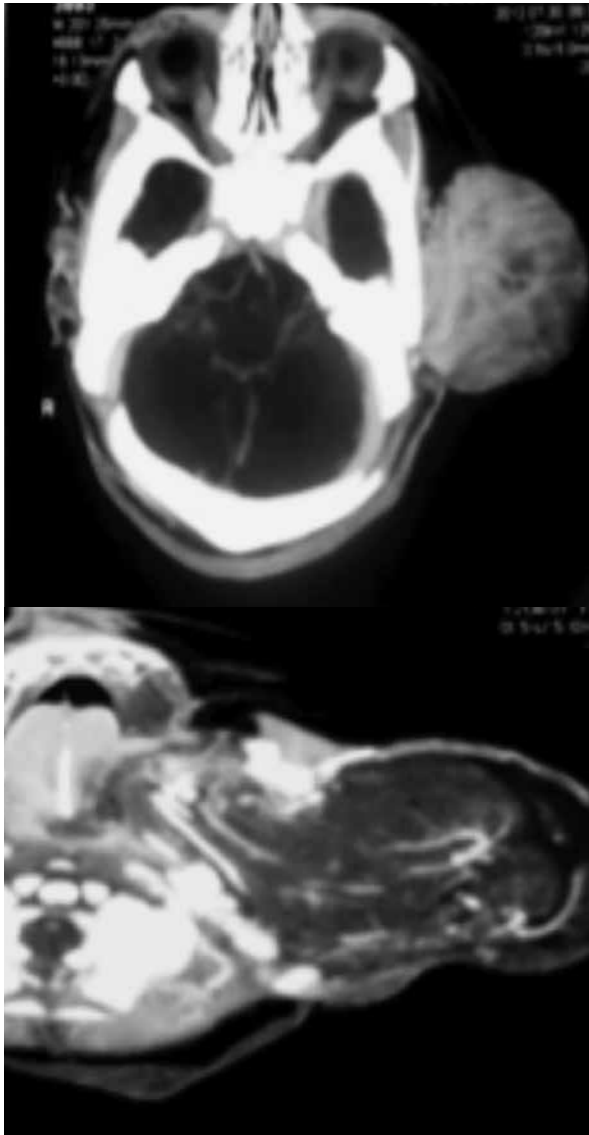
Tomografía. Lesión de densidad heterogénea encapsulada lobulada, a predominio hipodenso, con pequeñas áreas hiperdensas puntiformes con vasos sanguíneos que se realzan al contraste.
